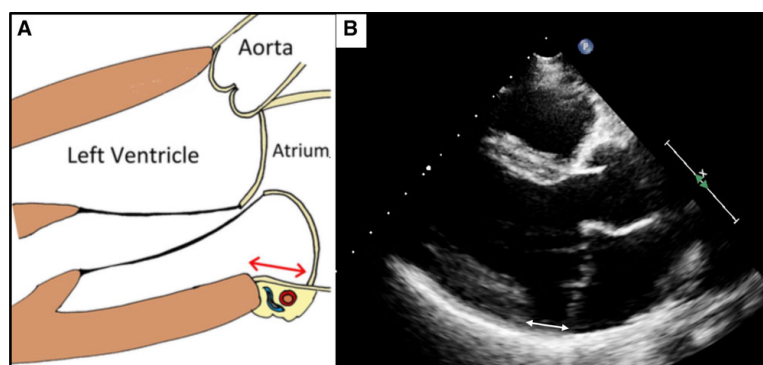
Misurazioni del DAM. (A) Rappresentazione grafica della sezione ecocardiografica parasternale, asse lungo, con DAM misurato in fase telesistolica, dalla giunzione tra anello mitralico ed atrio sinistro alla sommità della parete posteriore del LV (freccia rossa). (B) Immagini di ecocardiografia transtoracica (ETT) in sezione parasternale, asse lungo che mostrano PVM a carico di entrambi i lembi e DAM misurato in fase telesistolica (freccia bianca). (47)
